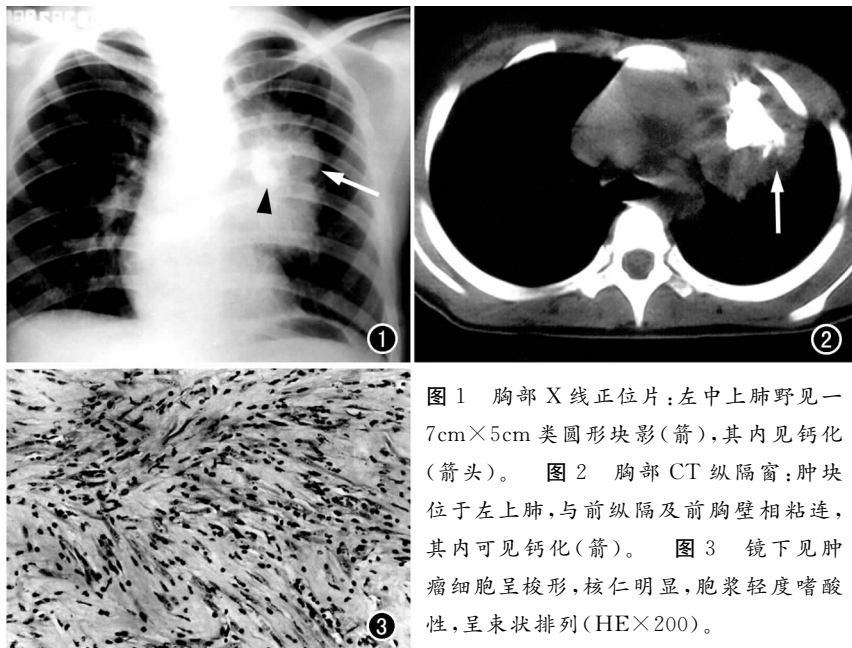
胸部 X 线正位片: 左中上肺野见一 7cm×5cm 类圆形块影(箭), 其内见钙化(箭头)。图 2 胸部 CT 纵隔窗: 肿块位于左上肺, 与前纵隔及前胸壁相粘连, 其内可见钙化(箭)。图 3 镜下见肿瘤细胞呈梭形, 核仁明显, 胞浆轻度嗜酸性, 呈束状排列(HE×200)。
